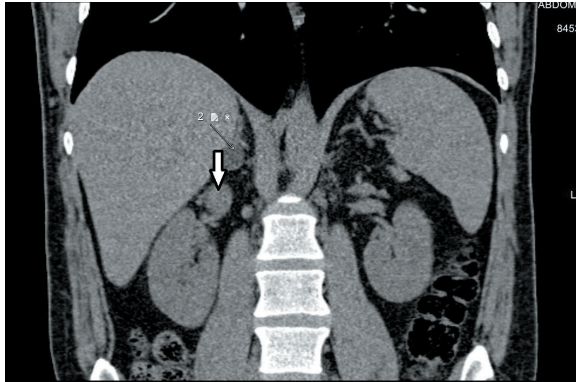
Объемное образование правого надпочечника (указано стрелкой) по данным мультиспиральной компьютерной томографии
